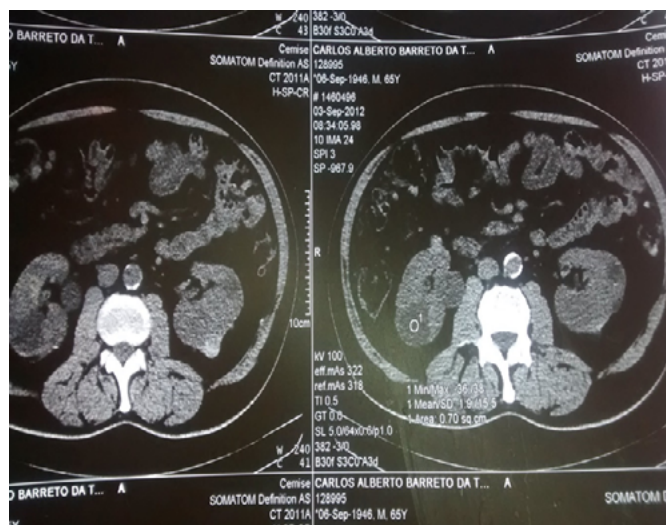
Tomografia de Glândulas Suprarrenais com cortes finos.
